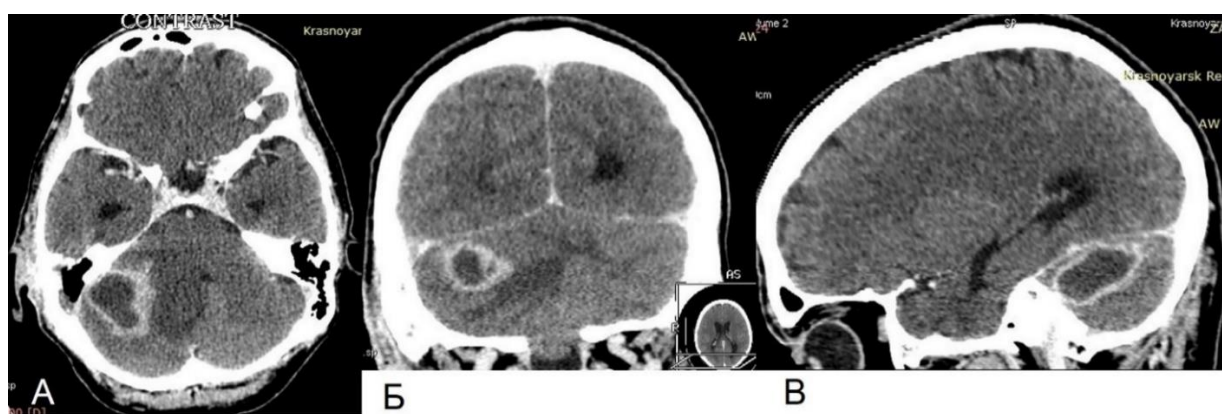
КТ головного мозга с контрастированием пациента З., 54 лет, при поступлении в стационар в аксиальной (А), коронарной (Б) и сагиттальной (В) проекциях
